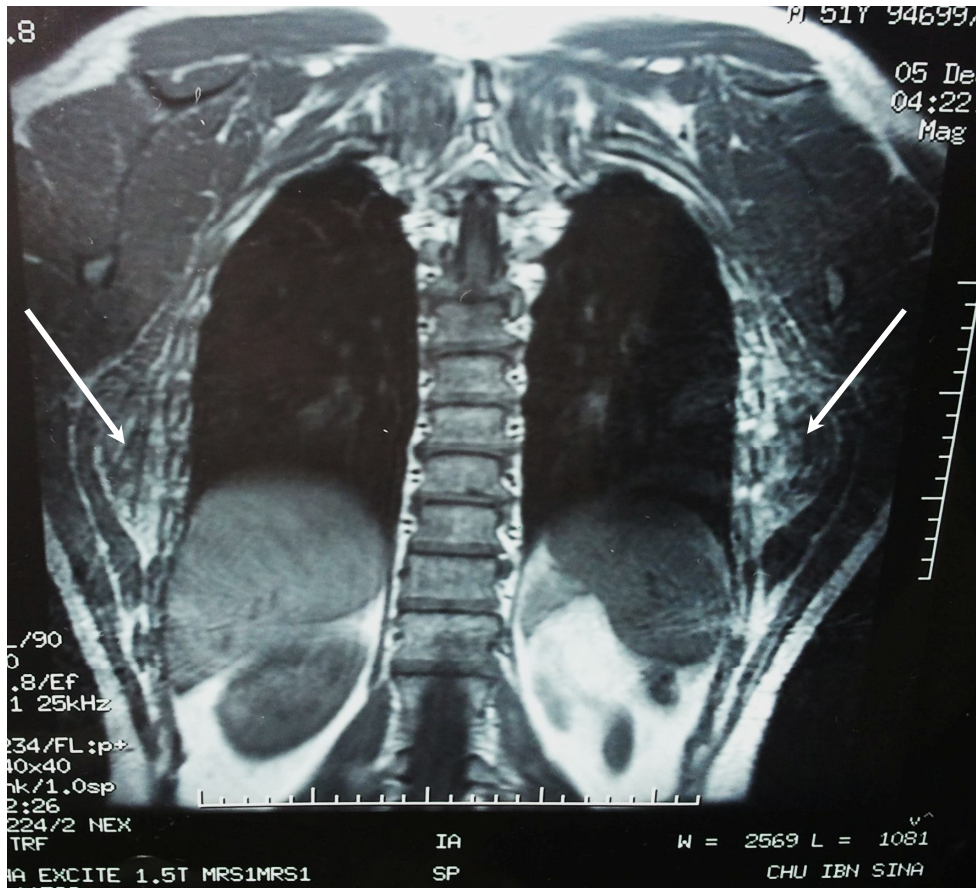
IRM thoracique en coupe axiale C – (cas n°6) :
